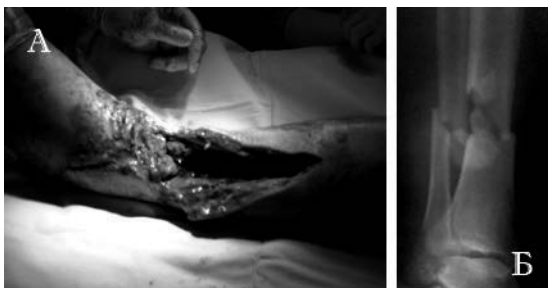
Внешний вид (а) и рентгенограмма (б) открытой травмы голени больного Л., 27 лет
